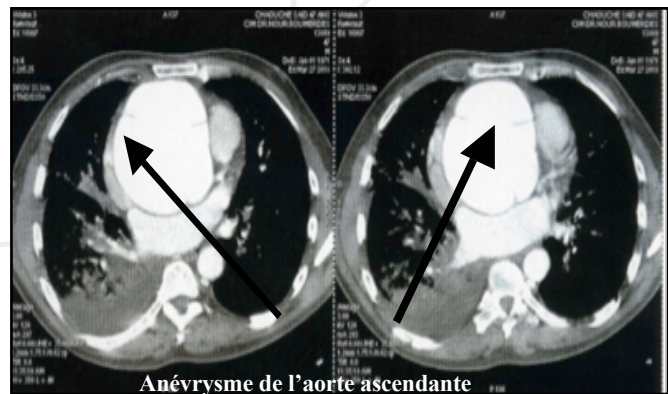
TDM Thoracique (les rapports intimes entre l'aorte anévrismale et le sternum).
